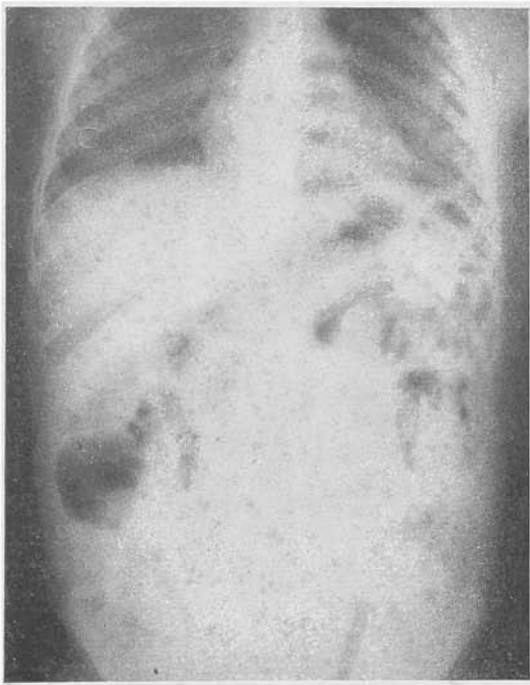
Obstrução intestinal por bôlo de ascárides.* Radiografia em decúbito dorsal horizontal. No grupo de alças delgadas do hipocôndrio esquerdo, notar em sua luz franjas opacas, contrastadas por ar e que representam os vermes.
